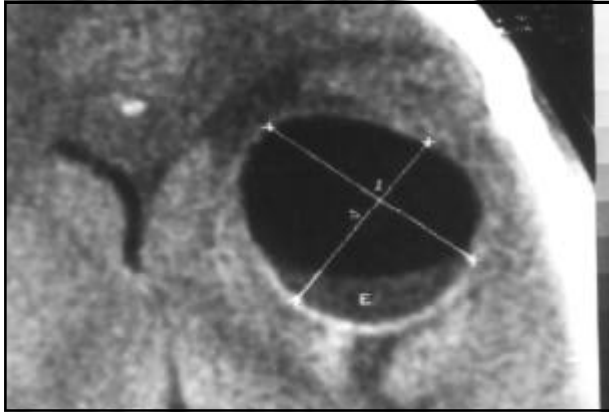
Tomografia computadorizada de crânio mostrando lesão hipodensa, cística, em região frontotemporal esquerda, medindo 3,9x3,4 cm.
